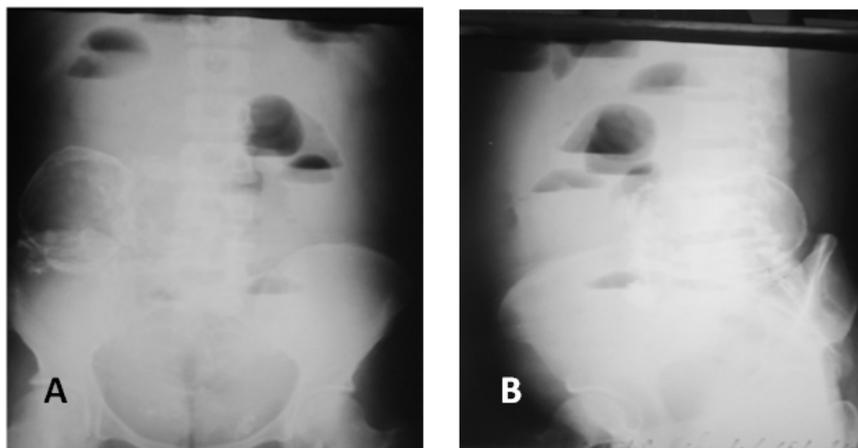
Radiographie de l'abdomen sans préparation de face debout (A) vue frontale et (B) vue sagittale montrant les niveaux hydroaériques et une masse partiellement calcifiée du flanc droit
